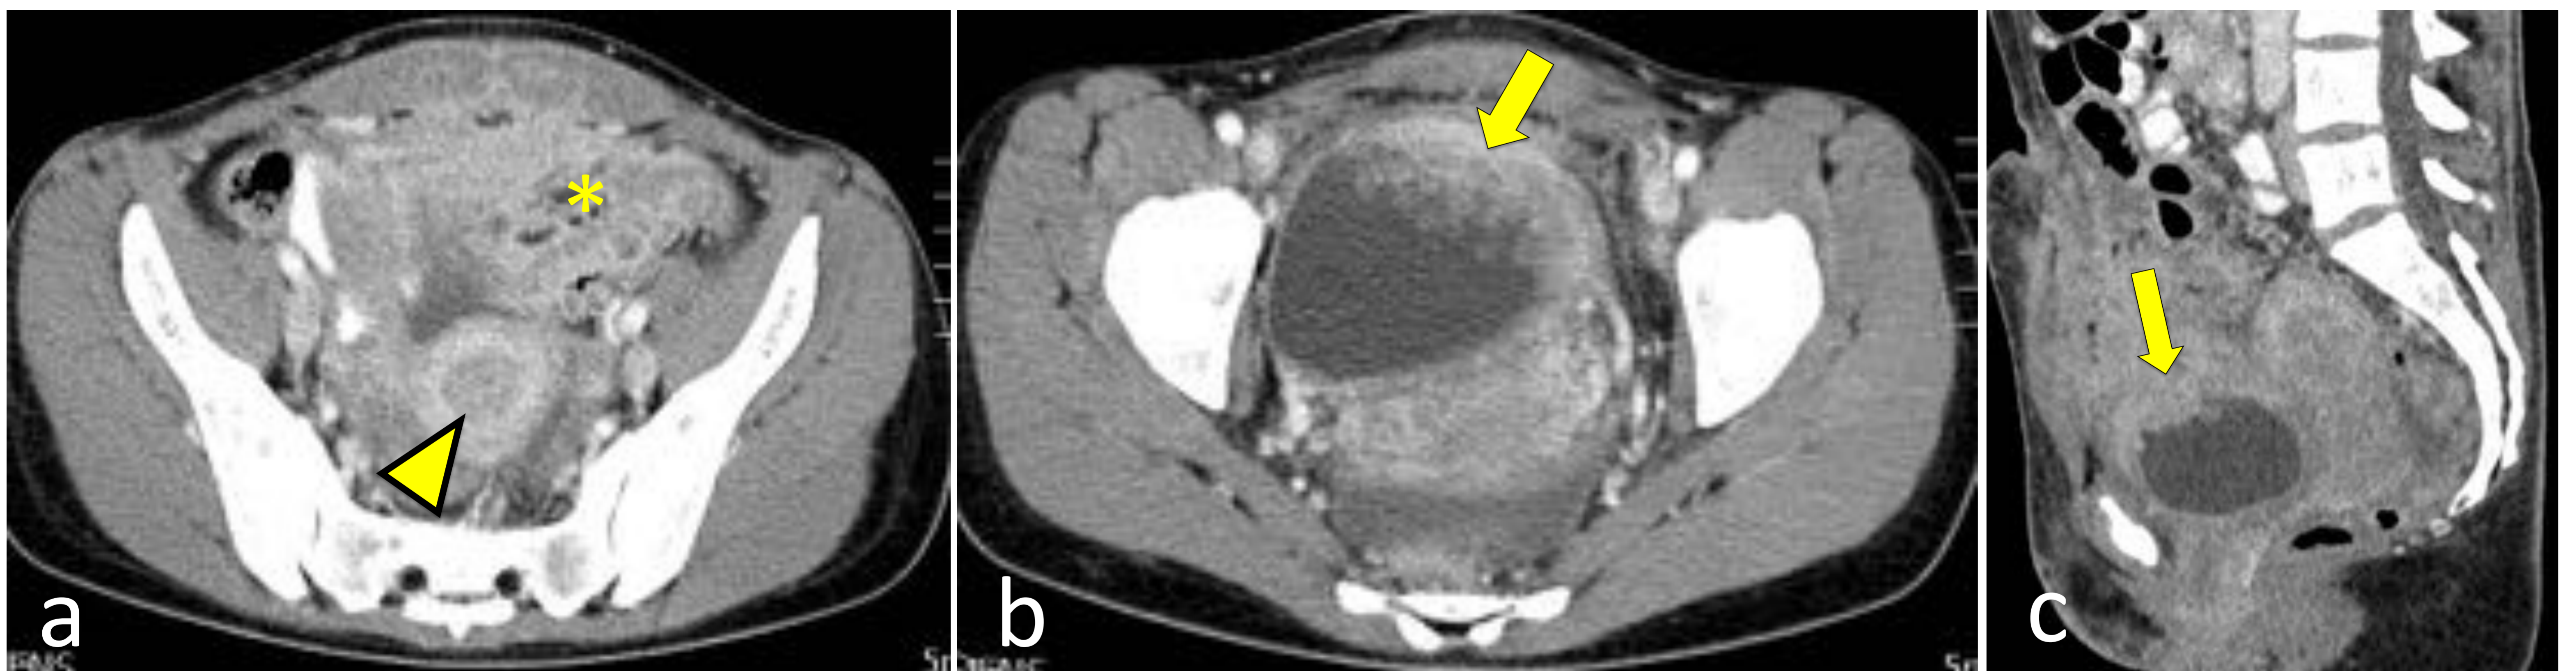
TC con contraste IV, axial (a y b) con reconstrucción sagital (c).
